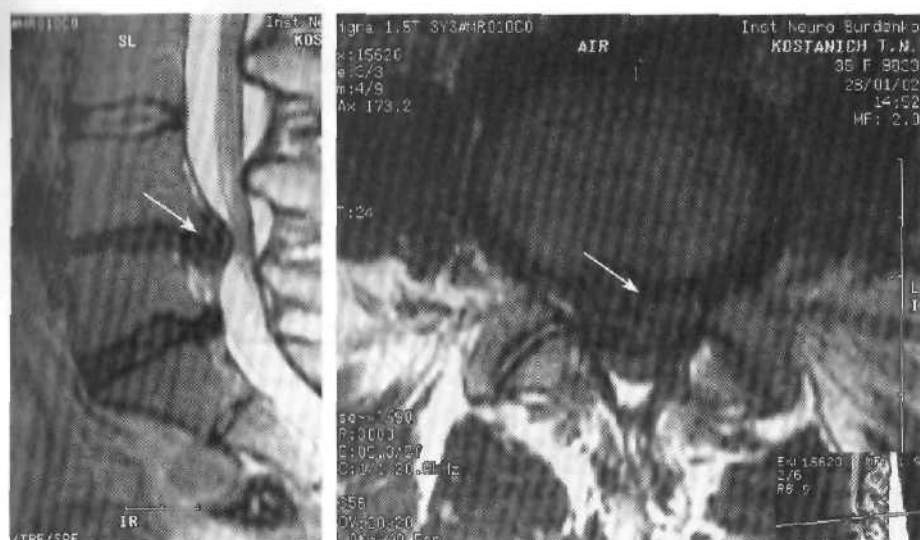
МРТ. Центральная грыжа диска L_{IV} — L_V .
